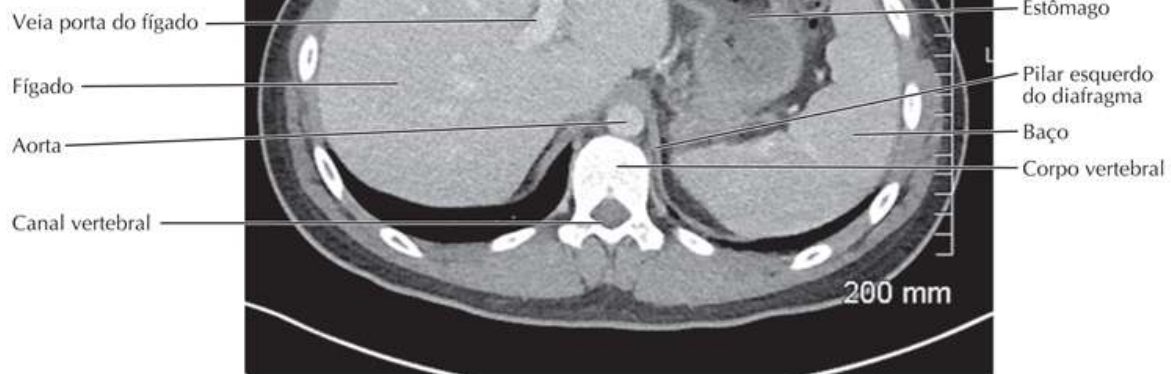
Imagem de TC transversal da parte superior do abdome com realce por contraste intravenoso
